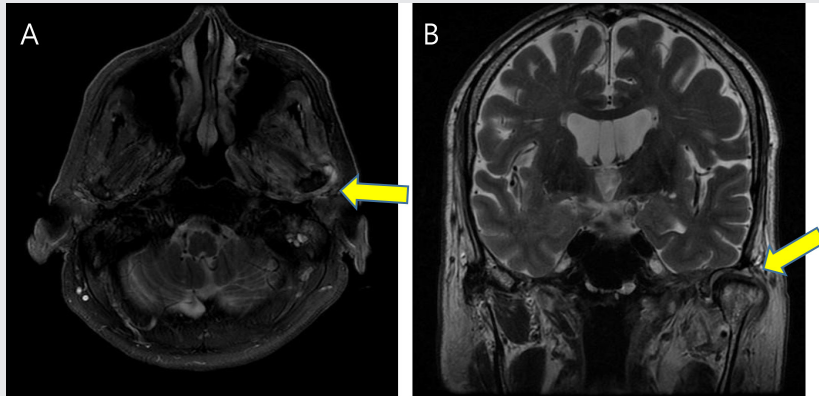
Initial MRI image. (A) Axial view of T2-weighted image. (B) Coronal view of T2-weighted image. MRI image shows abscess formation of the left temporomandibular joint (A,B yellow arrow).
